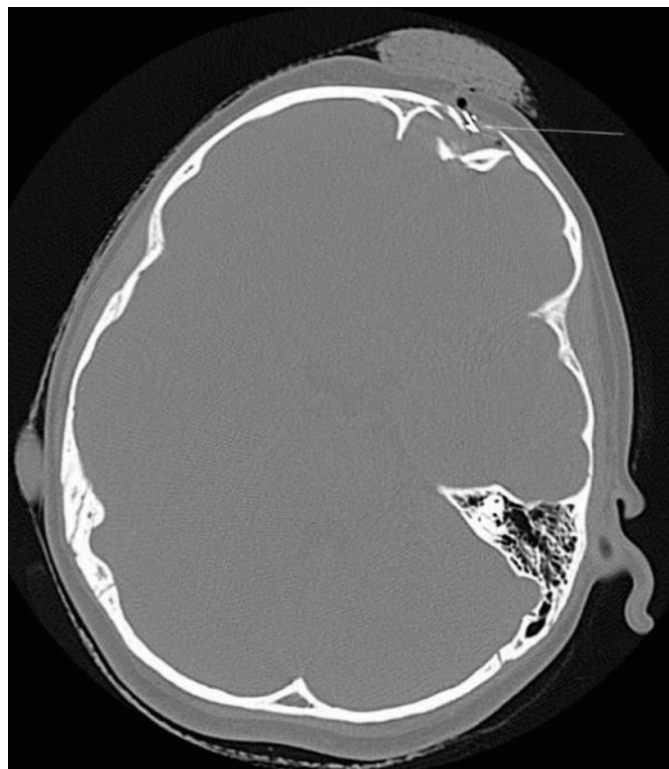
КТ. Кісткове вікно. До лікування. Вдавлений перелом луски лобної кістки з ділянками геморагічного забою лівої лобної доли (сторонні тіла).
